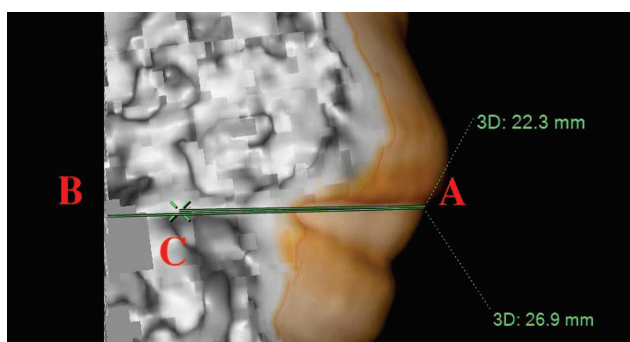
Мультиспиральная компьютерная томограмма. Костный режим. 3D-реконструкция. Вид сверху. Создание фронтальной плоскости
